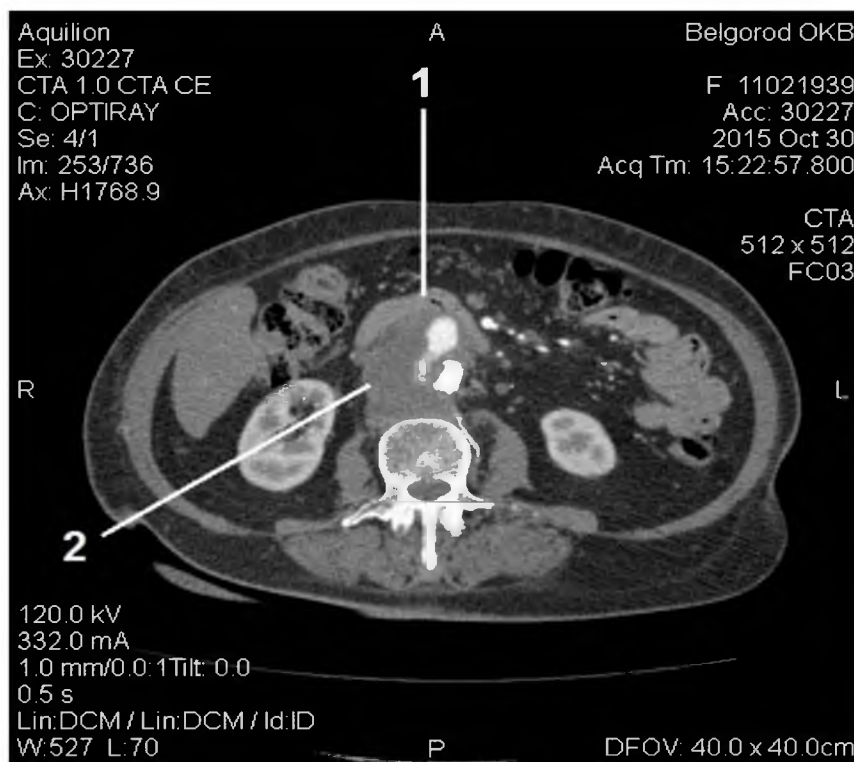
СКТ больной с аневризмой брюшного отдела аорты (1 – горизонтальный отдел двенадцатиперстной кишки, 2 – аневризма)
